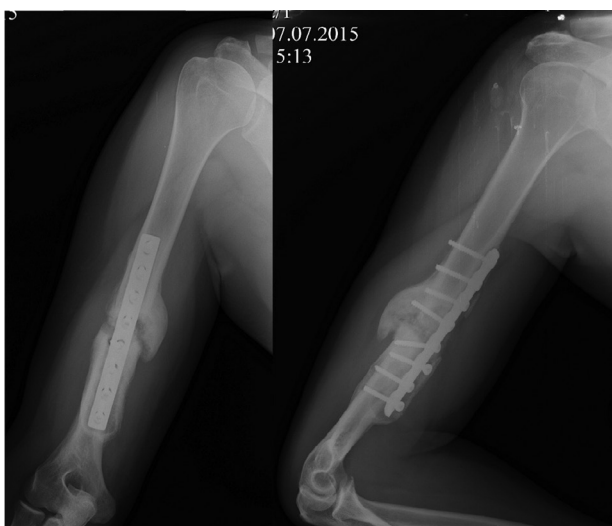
Рентгенограммы плечевой кости больного К. 38 лет на момент госпитализации
